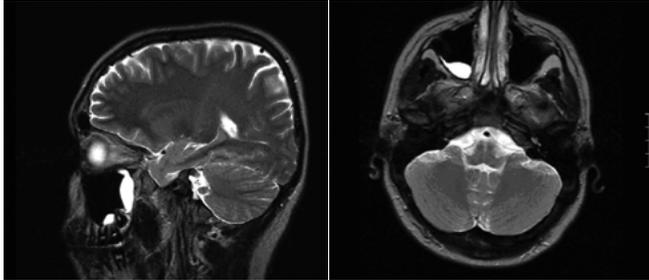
Больной С., 16 лет. 01.04.2004. – МРТ
